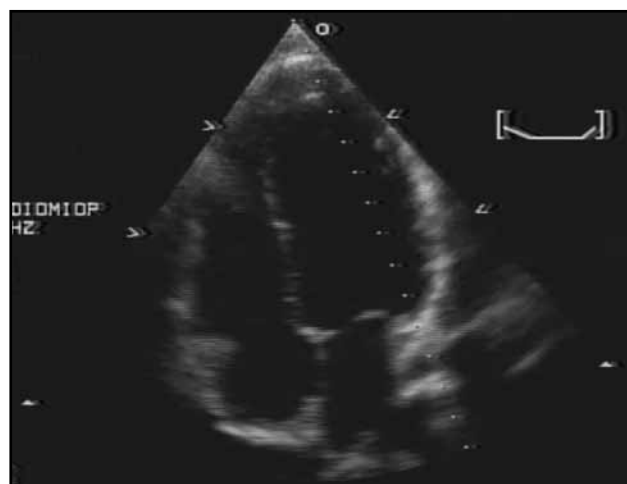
Ecocardiograma TT en vista de cuatro cámaras.
